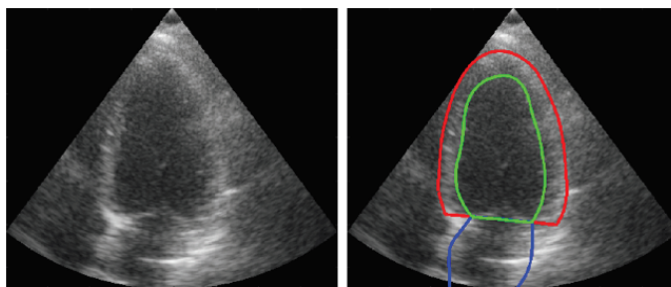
Echocardiographie (à gauche) et sa segmentation experte (à droite) de l'épicaide du ventricule gauche (en rouge), l'endocarde du ventricule gauche (en vert) et de l'oreillette gauche (en bleue).
